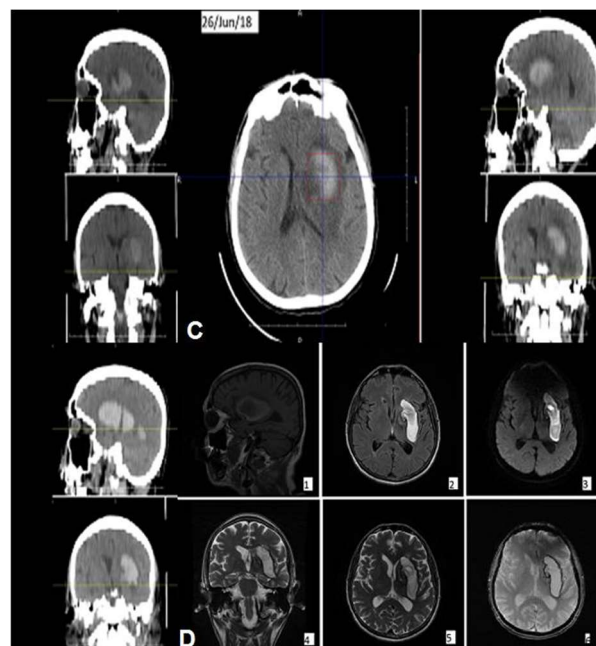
C e D. Tomografia de crânio sem contraste com imagem da evolução do AVC hemorrágico após 15 dias (C). RNM de crânio - AVC hemorrágico no segundo dia de evolução (D).
